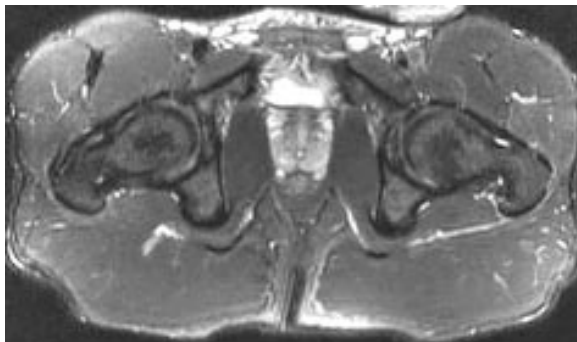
Cicatrice aponévrotique avec hypertrophie en hyposignal de la jonction myotendineuse en IRM (T2FS).
